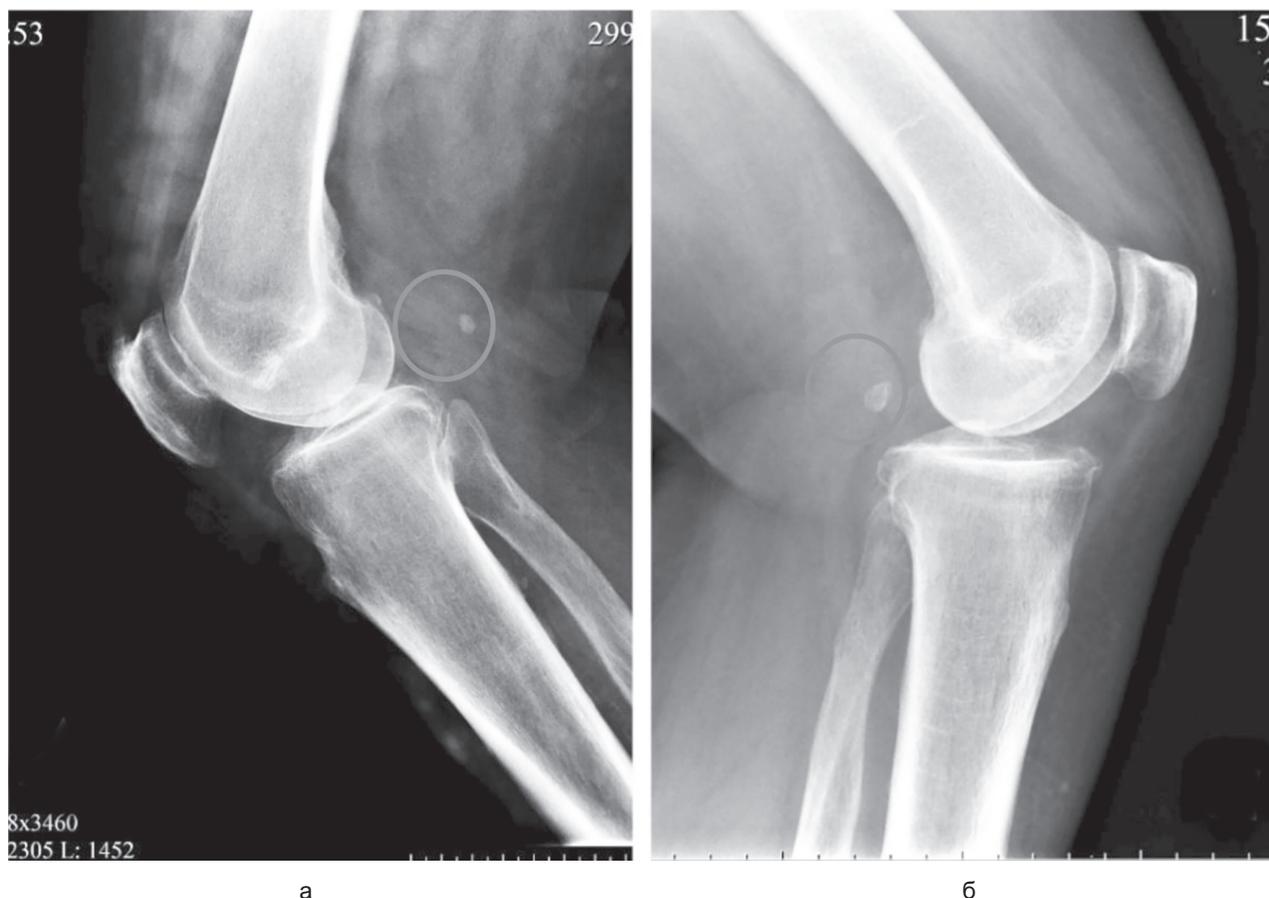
Рентгенограммы коленных суставов в боковых проекциях: а — слева; б — справа (визуализируется осемиовидная кость — фавелла)
